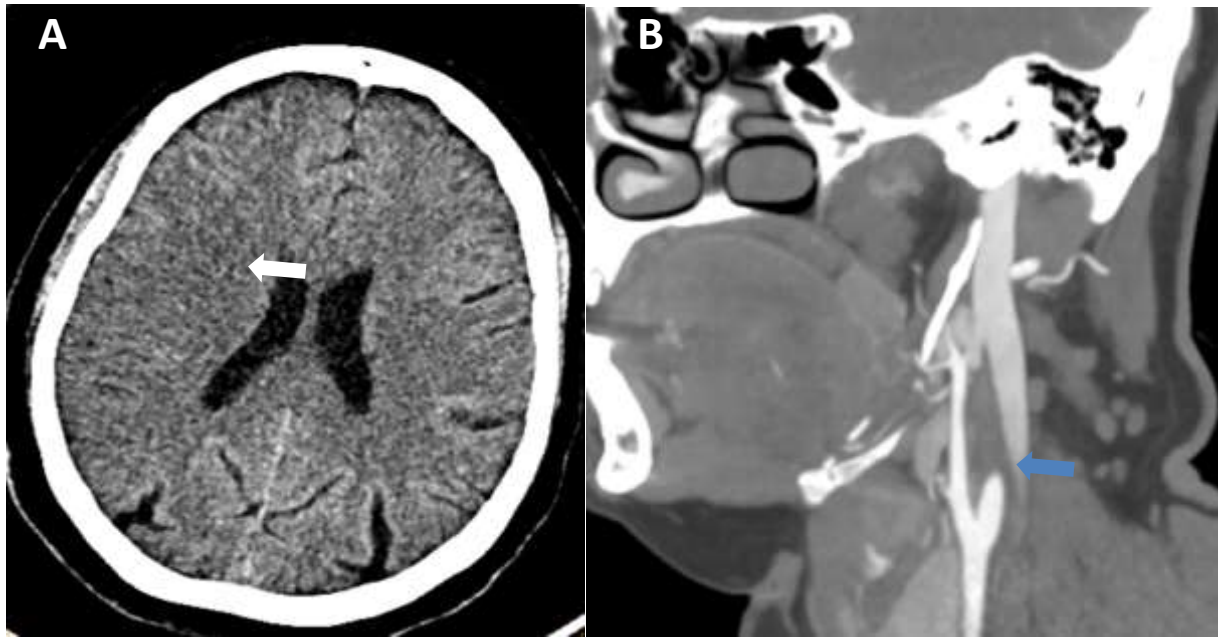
patient âgé de 39 ans, sans antécédent, qui présente un déficit hémicorporel gauche à H3 de son installation, TDM cérébrale en contraste spontanée (A), Angioscanner des TSA en coupes sagittales (B) : AVCI sylvien superficiel droit (flèche blanche) avec un défaut d'opacification de l'artère carotide interne droite présentant un arrêt filiforme en flammèche, en rapport avec une dissection carotidienne (flèche bleue).
